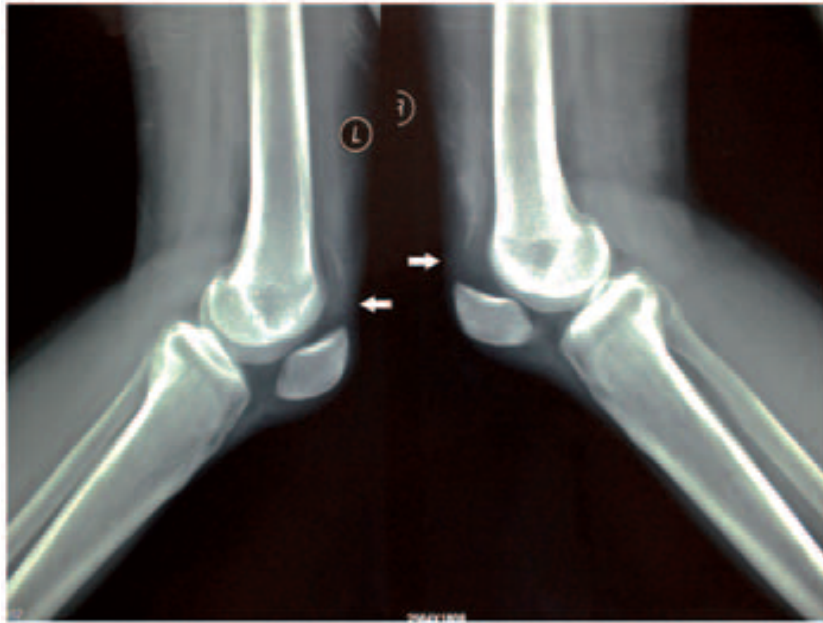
Radiographie standard de Profil, montrant un déplacement vers le bas des deux Patellas, avec dépôts calcifiés dans les tendons du quadriceps (flèches) [43].
